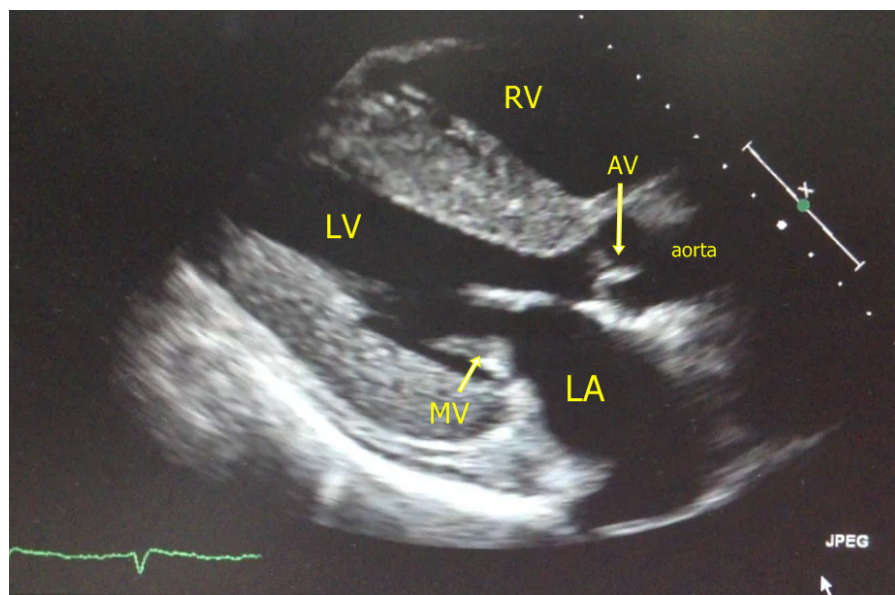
Echocardiogram: thickened left ventricle, moderately impaired left ventricle function (ejection fraction 40%) with sparkling pattern, thickened right ventricle with moderately impaired overall right ventricle systolic function, grade III diastolic dysfunction. AV, aortic valve; LA, left atrium; LV, left ventricle; MV, mitral valve; RV, right ventricle.
